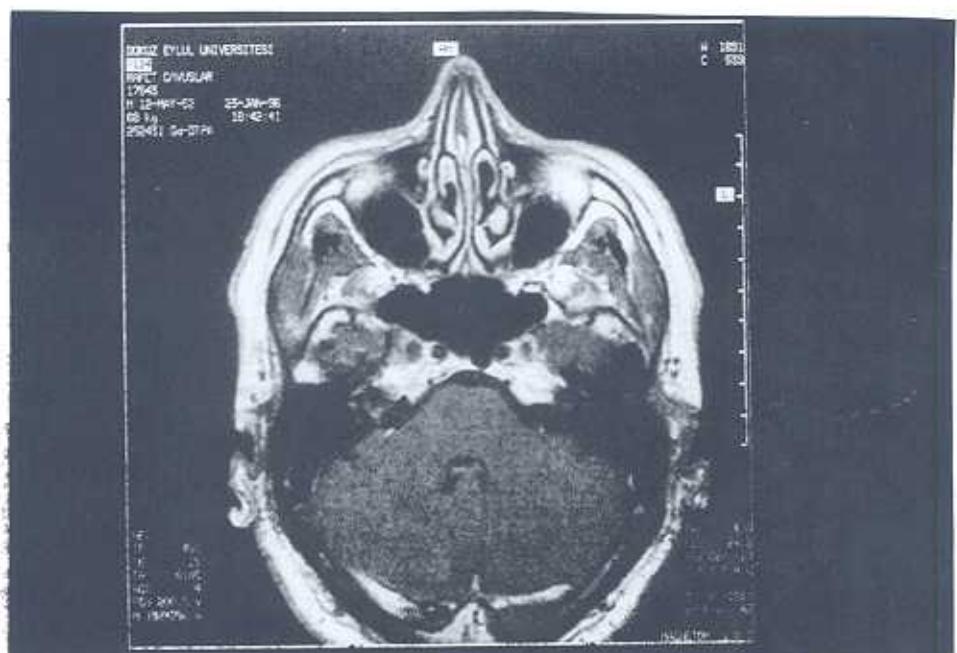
1 no.lu olgunun preoperatif manyetik rezonans görüntülenmesi
